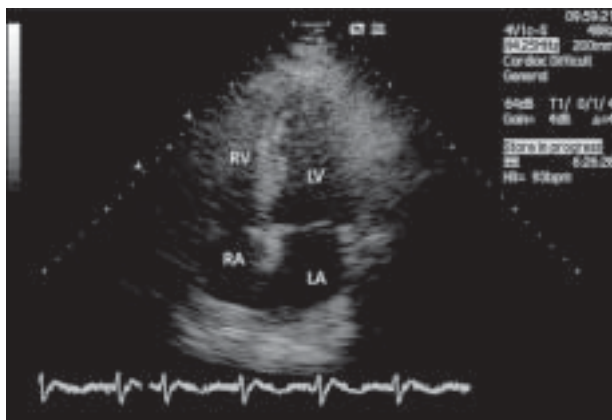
Przepiętliwe badanie echokardiograficzne — widoczna masa patologiczna w prawym przedsionku (RA) (strzałka); LA — lewy przedsionek
